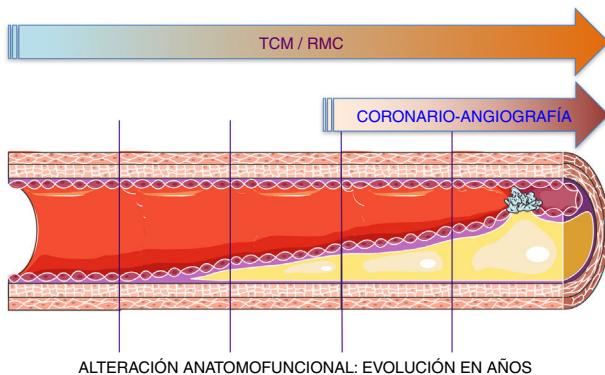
Representación de la utilidad de la tomografía coronaria multicorte y de la resonancia magnética cardiaca en la evaluación y función del árbol coronario. La angiografía coronaria permite evaluar la luz del vaso, pero la tomografía coronaria multicorte también permite estudiar el compromiso de la pared vascular desde etapas muy tempranas del desarrollo de la enfermedad aterosclerótica.
